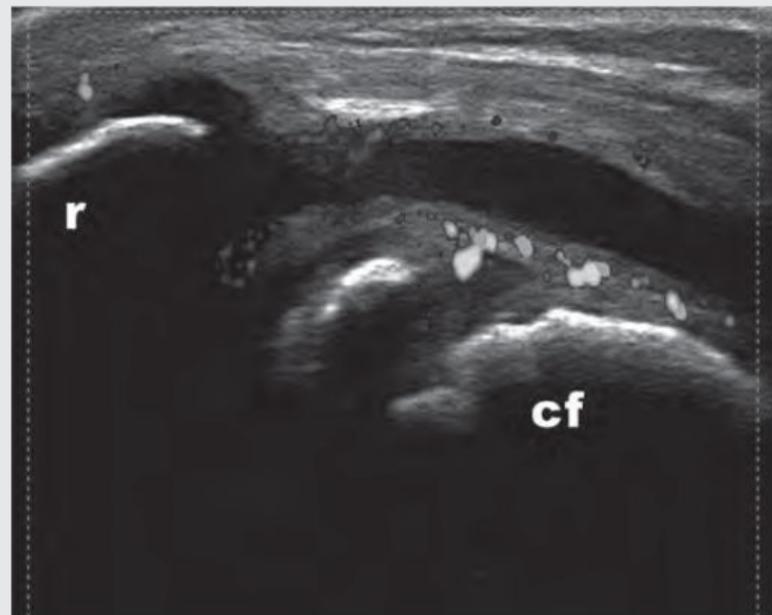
■ Imagen ecográfica transversal del receso medial de la rodilla de un niño, el cual presenta sinovitis (distensión hipoecoica) y señal de Doppler en las paredes sinoviales del receso. cf: cóndilo femoral; r: rótula.
